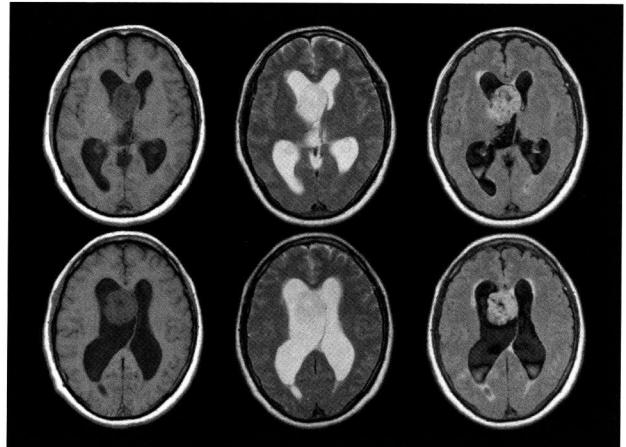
初診時MRI（左：T1強調画像、中：T2強調画像、右：Flair画像）髄液および脳実質との境界が明瞭に描出されている
